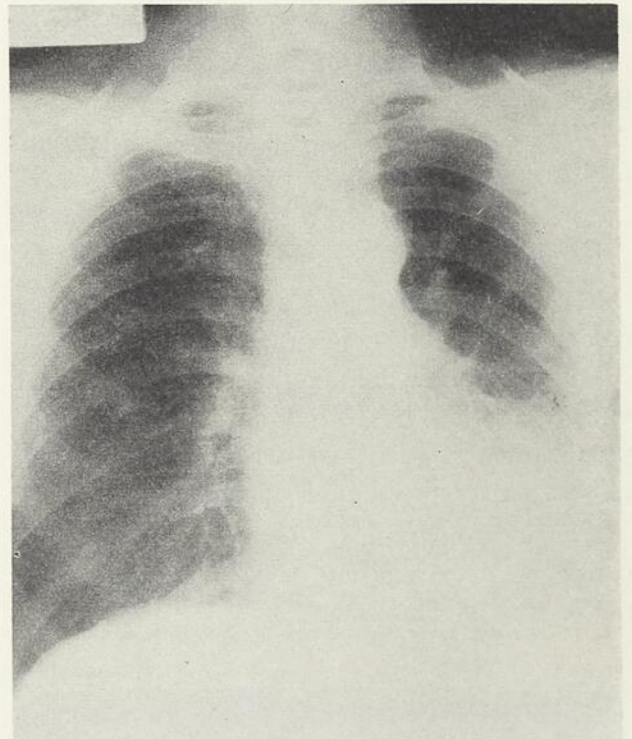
Radiographie pulmonaire (cas 3). Atélectasie du lobe inférieur gauche avec épanchement.
